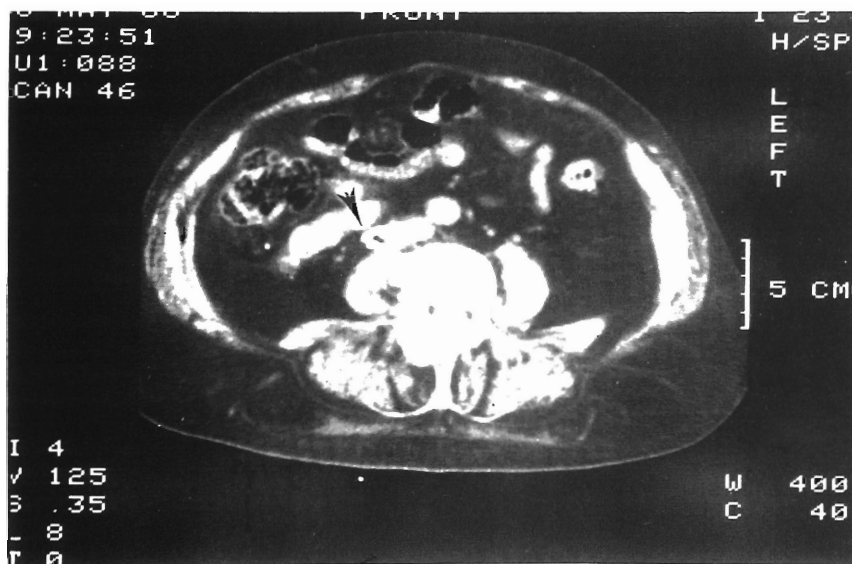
TAC abdominal donde se visualiza (flecha) el clip de Adams-DeWeese abierto y por fuera de la vena cava inferior.
